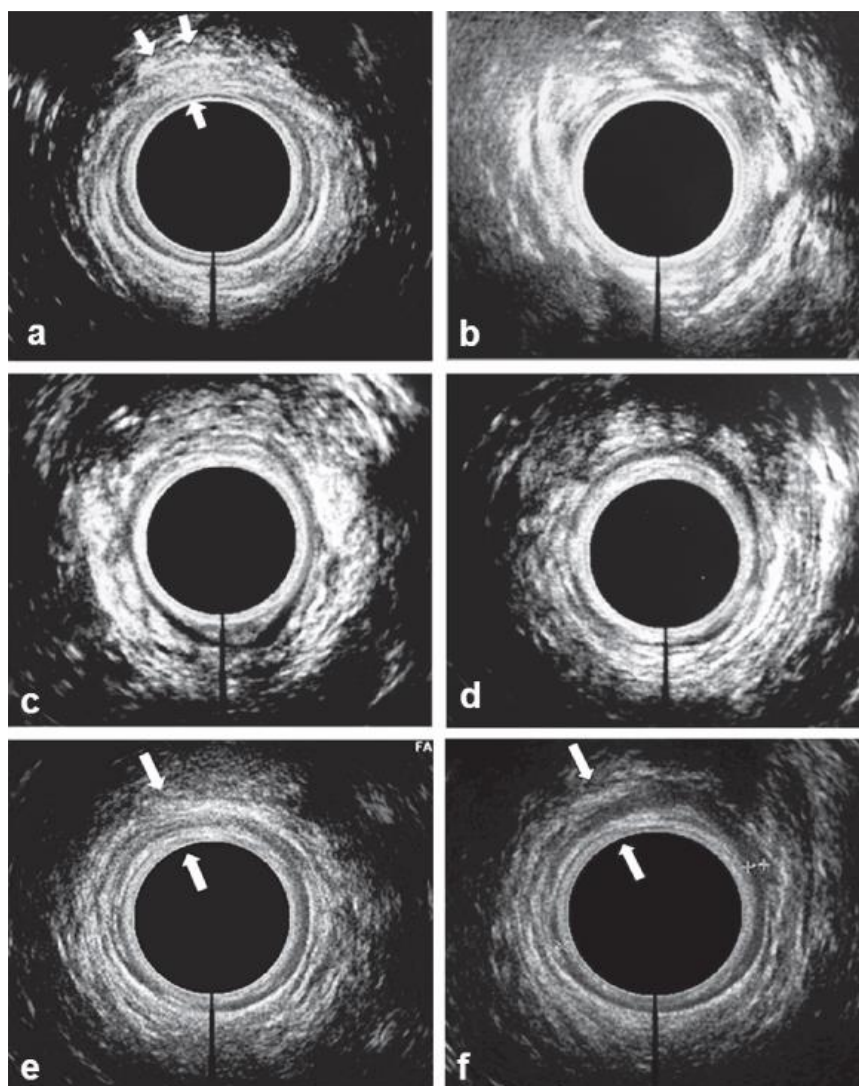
ULTRASONOGRAFÍA ENDO-ANAL. IMÁGENES ECOGRÁFICAS REPRESENTATIVA DE UNO DE LOS PACIENTES.
